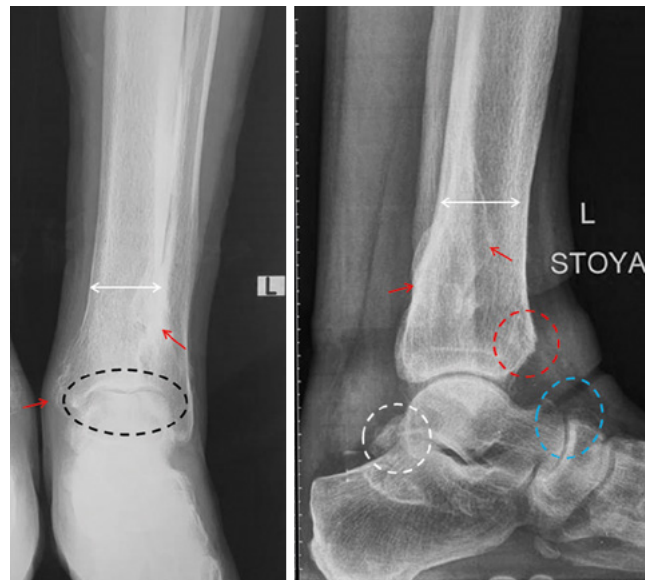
Рентгенограммы голеностопного сустава в прямой и боковой проекциях пациента 1. Нарушение тубуляции (расширение метафиза и диафиза) большеберцовой кости (белые стрелки); гиперостозы голеностопного сустава (черная прерывистая линия), передний импиджмент голеностопного сустава (красная прерывистая линия), задний импиджмент голеностопного сустава – os trigonum (белая прерывистая линия), остеофиты и сужение рентгеновской суставной щели таранно-ладьевидного сустава (синяя прерывистая линия)
